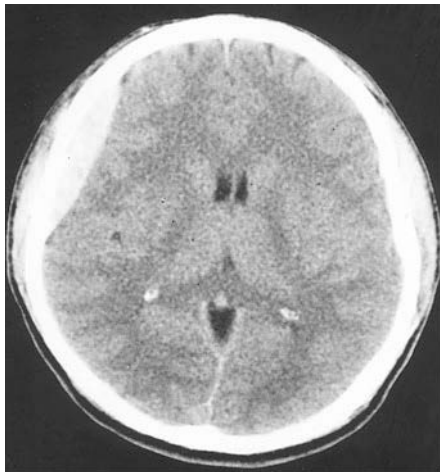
4 Epiduralhämatom. Die sonst fest anliegende Dura wird von der Innenseite des Schädels regional abgetrennt und kann als linsenförmige Blutung in der CT identifiziert werden. Epiduralhämatome entstehen normalerweise durch Zerreißung der A. meningea media nach Fraktur des Os temporale.
